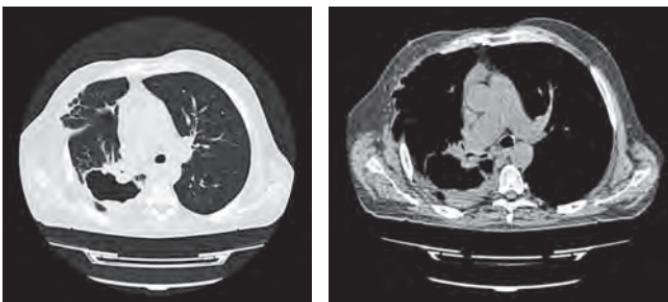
КТ-картина при абсцессе легкого
